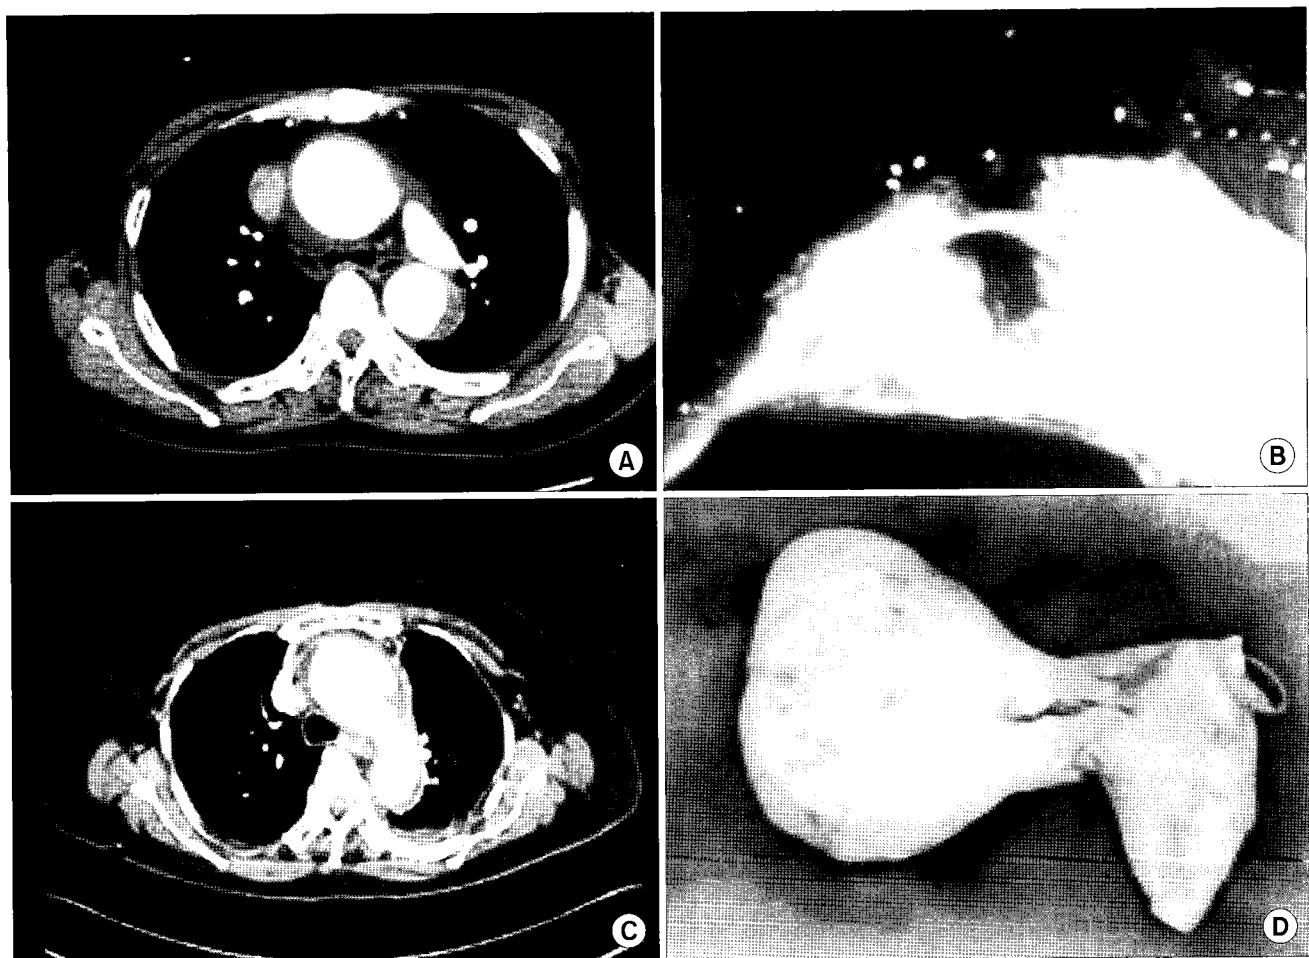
CT images and Intraoperative findings of intimal defects: ulcer-like projection (A & B) and short linear tear (C & D).
